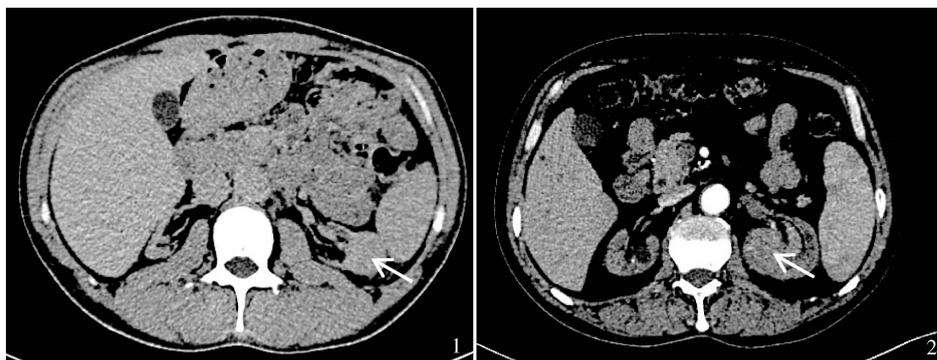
CT 平扫示双肾完全萎缩,左肾中极 3.3 cm 肿瘤 图 2 患者血尿,CT 平扫示双肾萎缩,左肾中极 4.4 cm 肿瘤
